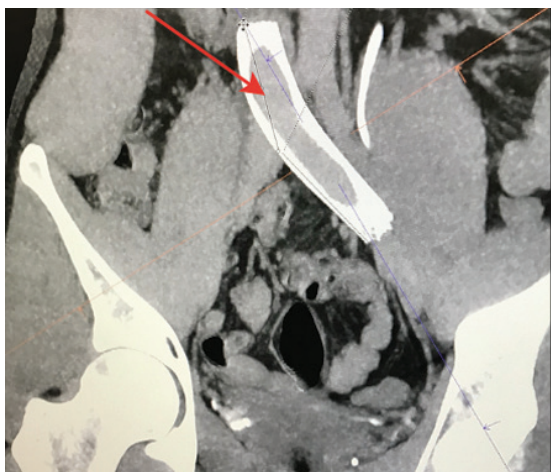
Компьютерная томография больного Р., 24 года: венозный стент WALLSTENT-Uni в левой общей подвздошной вене
